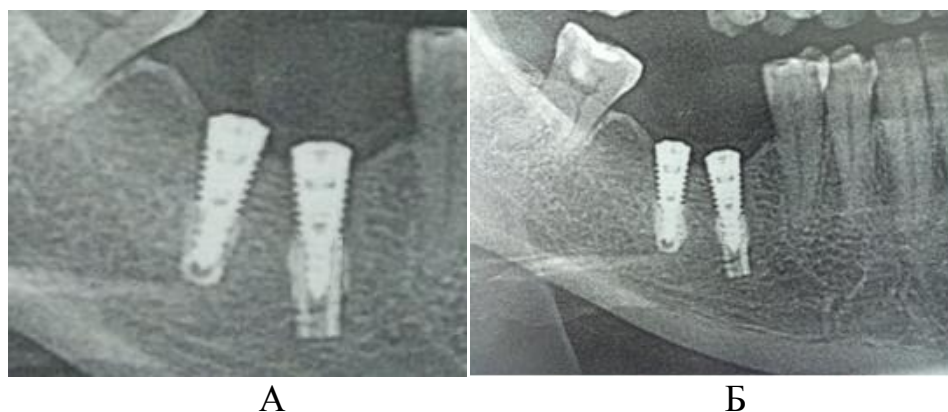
Рентгенограмма пациента Р. 47 лет: А – через 6 месяцев функционирования имплантатов из НТМСП ; Б – через год функционирования имплантатов из НТМСП
